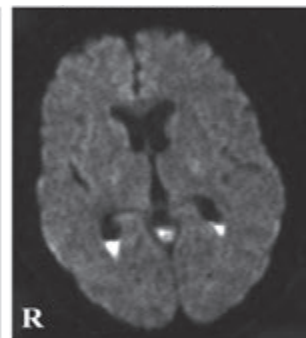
細菌性髄膜炎における留意すべき併発症の頭部MRI所見
